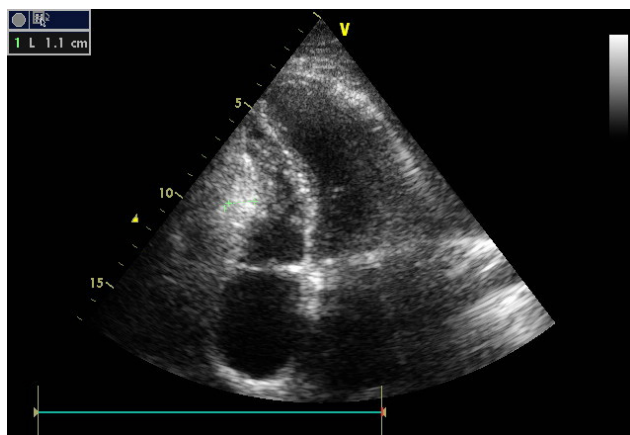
В-режим ЭхоКГ. Апикальная 4-камерная позиция. Полости желудочков уменьшены в объеме, кальциноз и сращение листков перикарда преимущественно по боковой стенке ПЖ. Примечание: ПЖ — правый желудочек, ЭхоКГ — эхокардиография.
